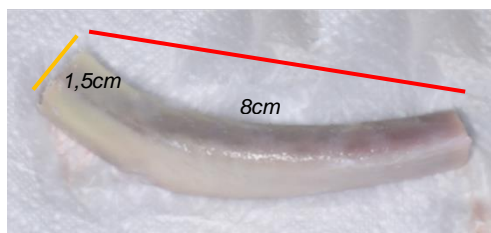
Muestras de hueso de costilla para estudio con tomografía axial computarizada.
